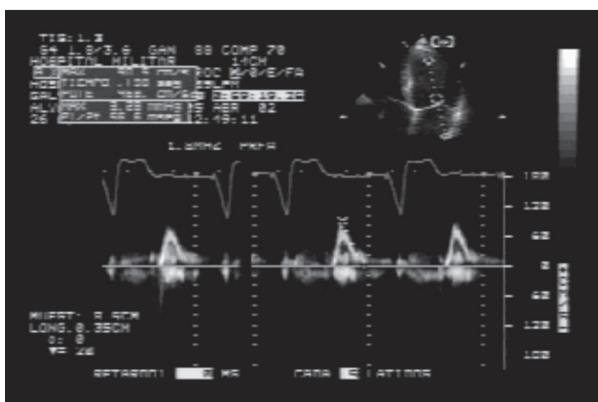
A nivel de la válvula mitral el registro Doppler muestra el patrón de llenado ventricular con ausencia de contribución atrial.
